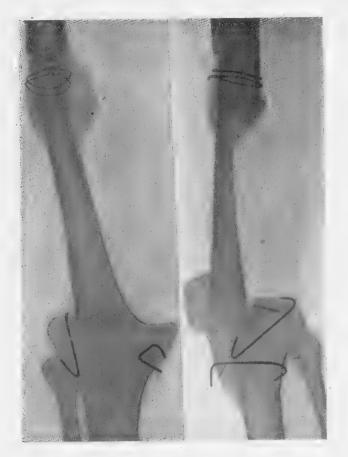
Radiographies, de face et de côté, prises à la fin du 3° mois. On se rend compte de la longueur de la greffe. A la partie supérieure, on voit un très beau cal (Observation V).
